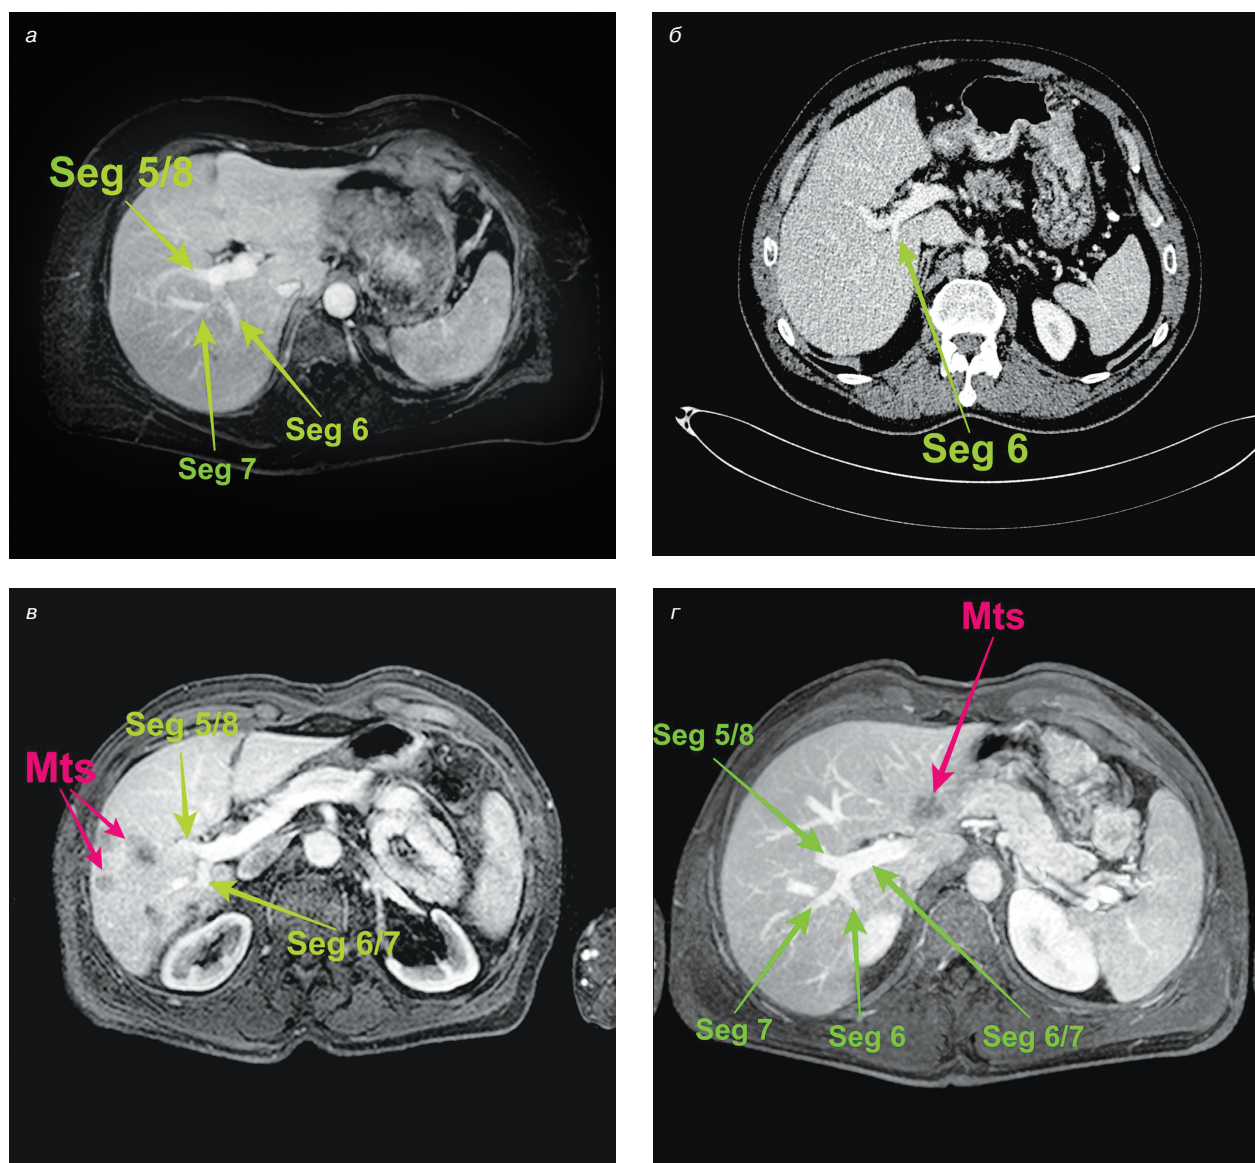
Знімки магнітно-резонансної та комп'ютерної томографії оперованих хворих: а — раннє відгалуження глісонових одиниць до VI та VII сегментів печінки (трифуркація); б — додаткова глісонова одиниця до VI сегмента печінки; в, г — інтрапаренхіматозне розгалуження правої глісонової одиниці на передню та задню секцію
